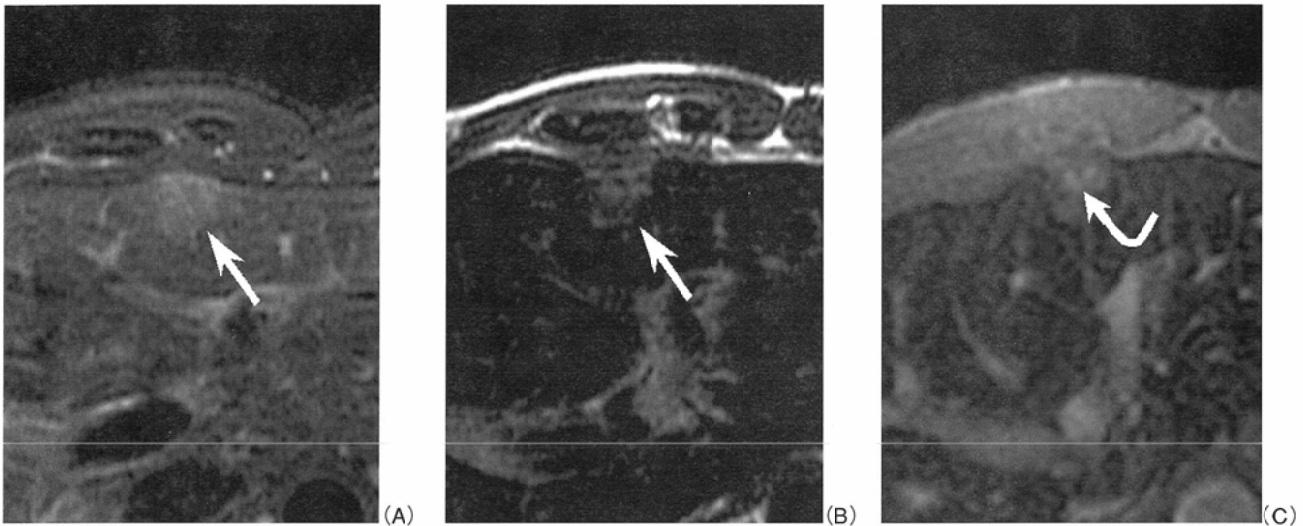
限局性結節性過形成(FNH)のMRI像.
